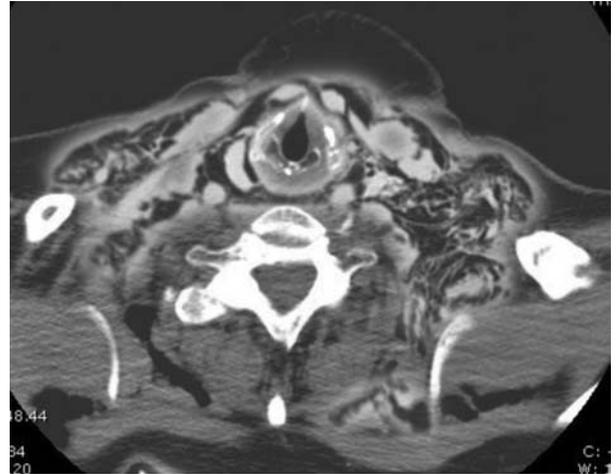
TC corte axial donde se evidencia abundante enfisema subcutáneo y neumomediastino.
